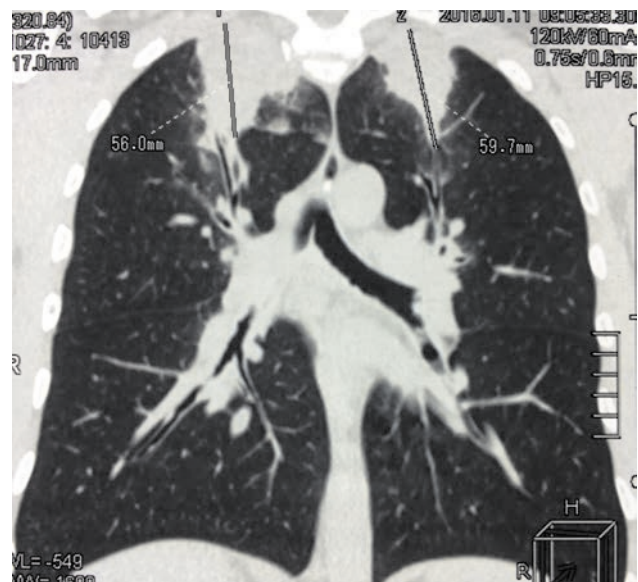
Хворий К., 41 рік: СКТ ОГК у фронтальній площині. Ураження легень при ГПА
